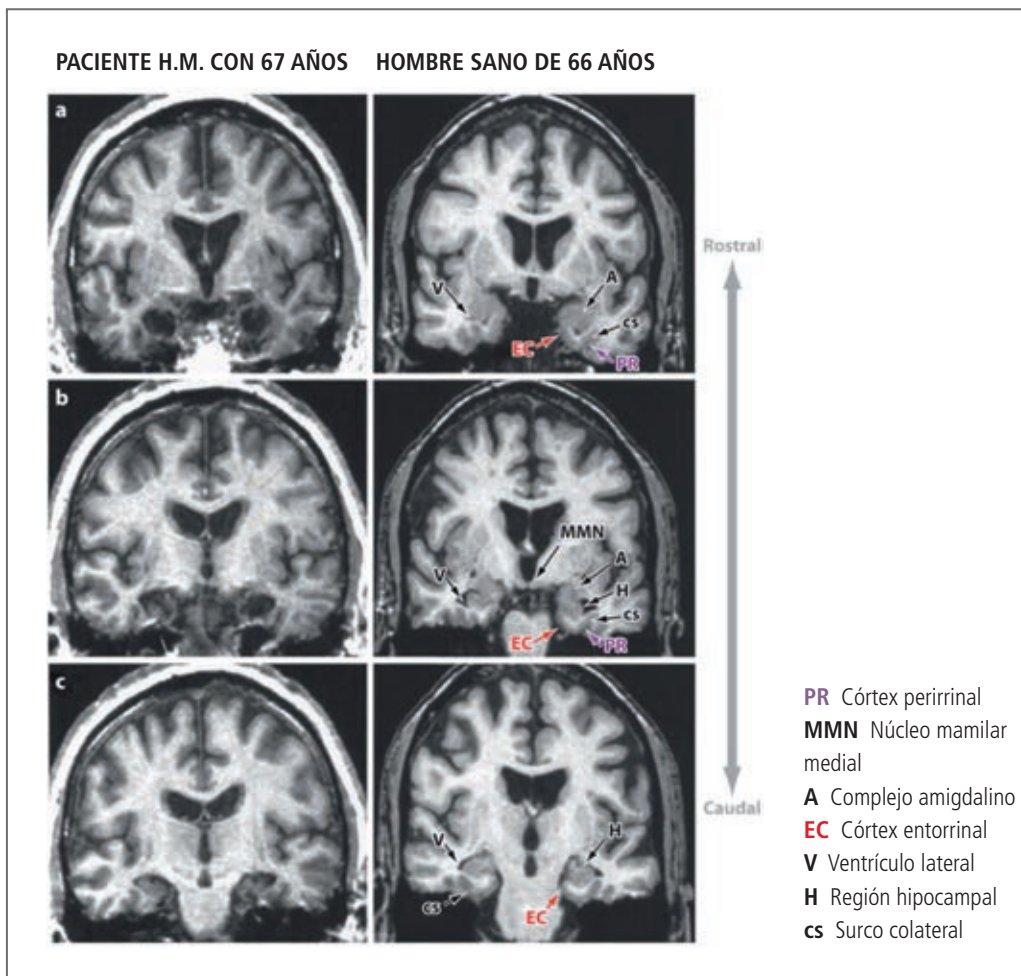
Imágenes de resonancia magnética de rostral (a) a caudal (c), que muestran la región temporal medial del paciente H.M. en 1993 a la edad de 67 años, y de un hombre voluntario sano de 66 años. Se señalan las estructuras removidas durante la cirugía, en 1953. La lesión fue bilateral y simétrica, e incluyó el córtex temporal medial polar, la mayor parte del complejo amigdalino, prácticamente toda la corteza entorrinal, y casi la mitad rostral de la región hipocampal (giro dentado, hipocampo y complejo subicular). La mayor parte del córtex parahipocampal posterior (no se ilustra en estos cortes de RNM) permaneció intacto. (Adaptado de Corkin et al. 1997).
